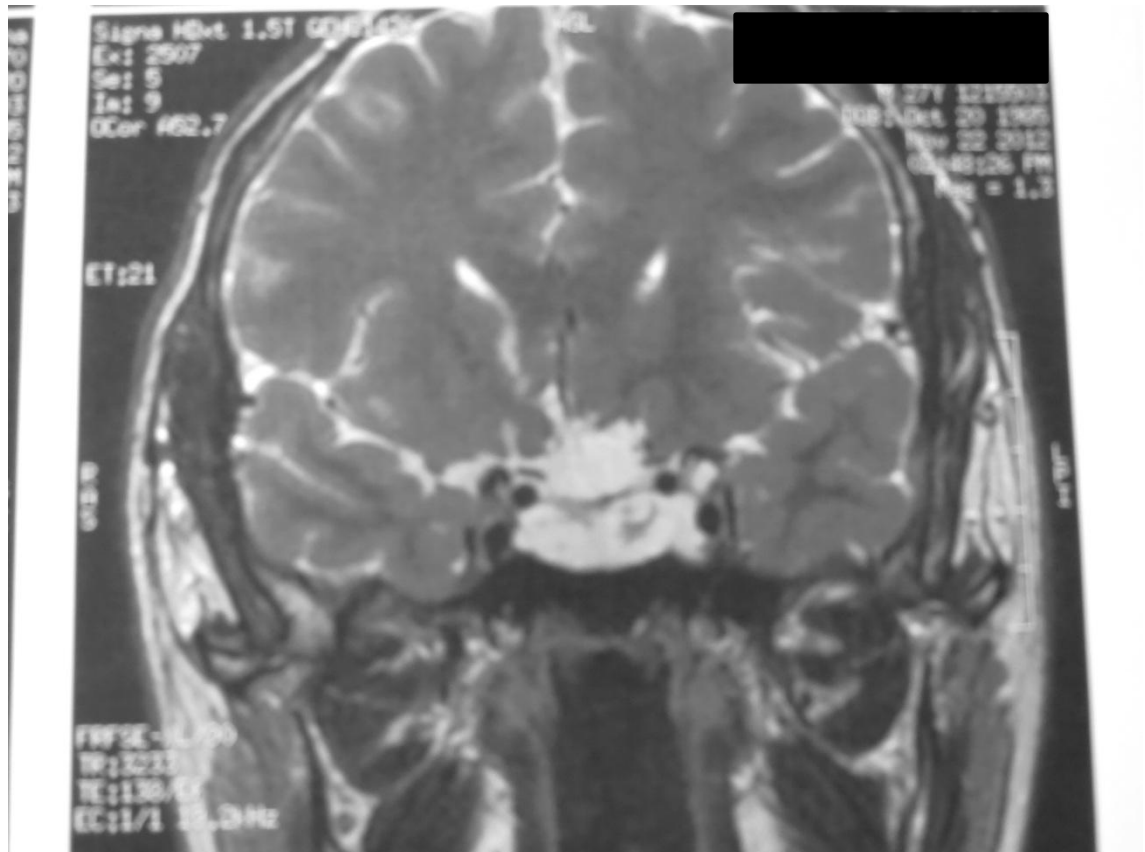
Ressonância magnética de sela turca em T2, coronal, sem contraste, realizada 167 meses após o início do tratamento com agonistas da dopamina, sendo 34 meses iniciais com a bromocriptina e 133 meses com a cabergolina. Observa-se diminuição acentuada do adenoma hipofisário, com a formação de massa cística.
